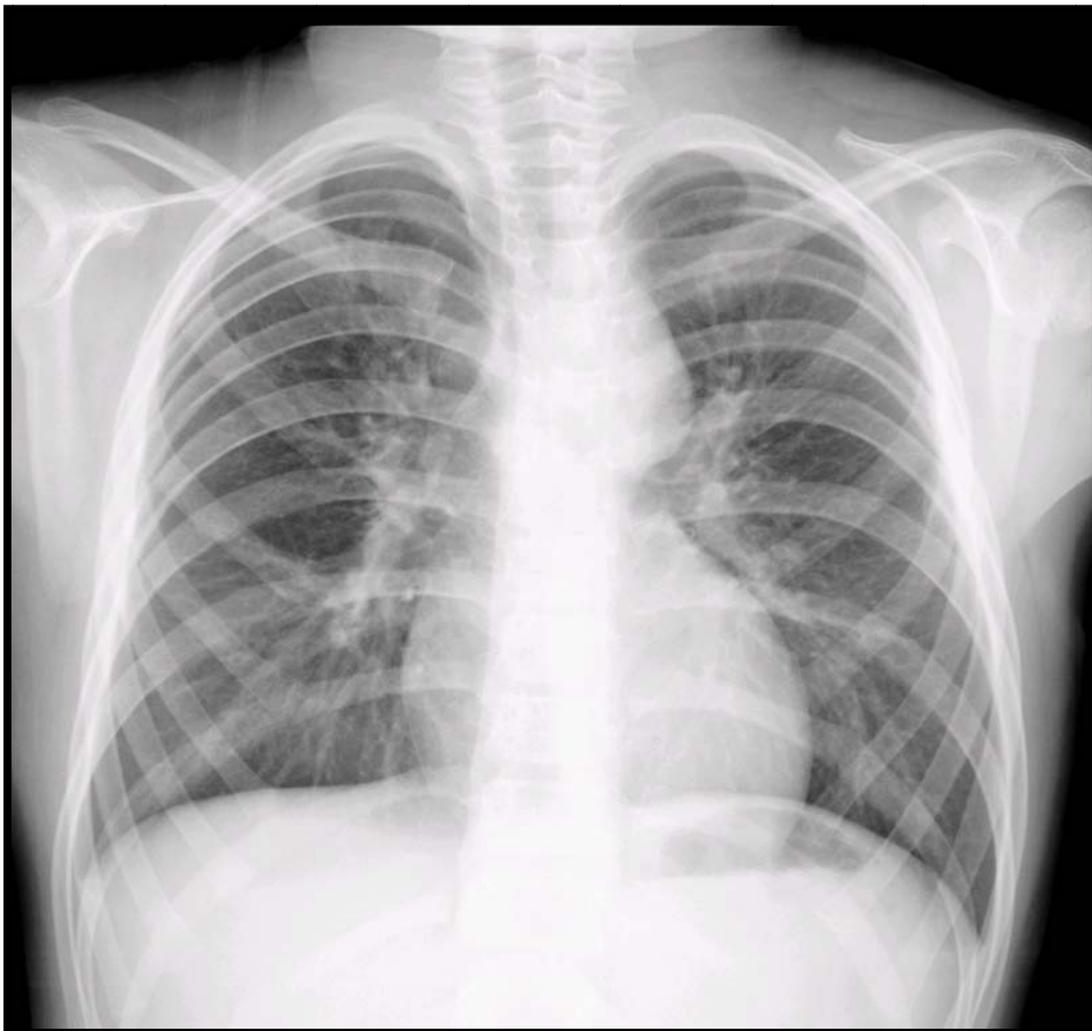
Radiografía de tórax prequirúrgica con datos de crecimiento ventricular izquierdo y de coartación aórtica.
